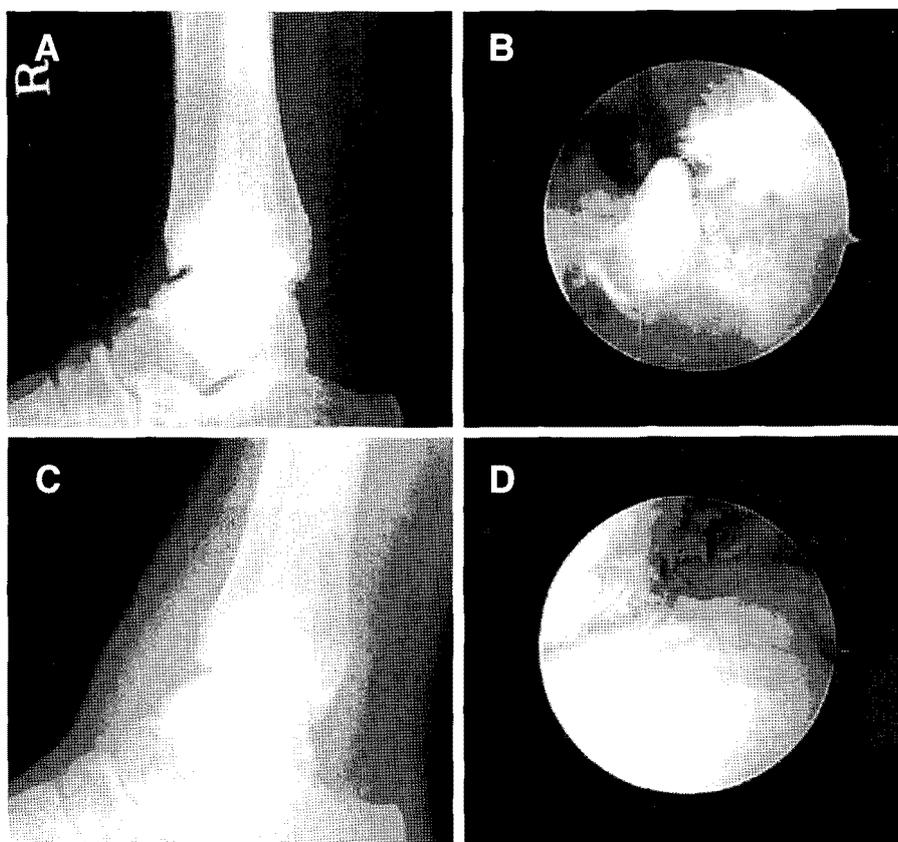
A 42-year-old man with chronic ankle pain. (A) In plain lateral radiograph, we can see the bony spur in anterior aspect of talus. (B) The bony spur is seen in arthroscope. (C) In postoperative plain radiograph, we can notice the removed bony spur. (D) Arthroscopic finding confirmed the removal of the bony spur.
